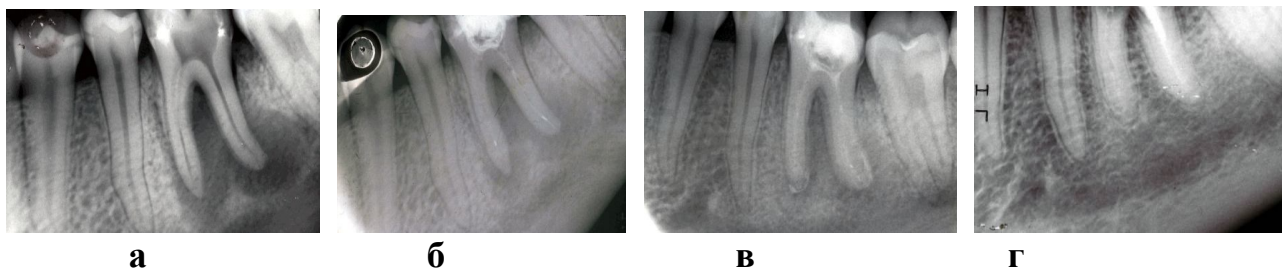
На прицільній внутрішньоротовій рентгенограмі фрагмента нижньої щелепи хворої П., 14 років, визначається вогнище деструкції кісткової тканини на верхівці обох коренів 36 зуба та по біфуркації з нечіткими межами (а). Відмічається тенденція до відновлення кісткової тканини через 3 місяці від початку лікування (б), часткове відновлення дефекту в кістці через 6 місяців (в) та повне відновлення через 9 місяців після лікування (г)
